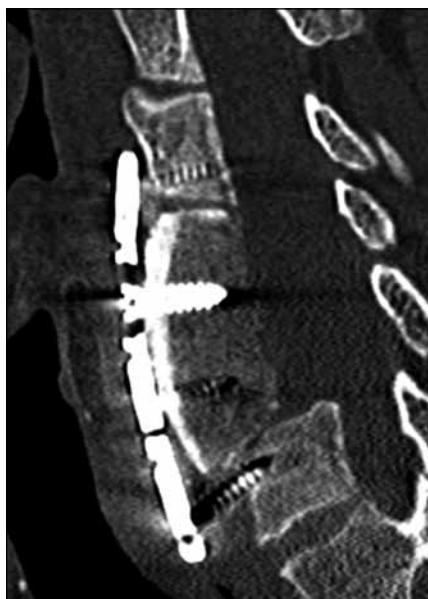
Chybné zavedení expandibilního koše – expandibilní koš není v kontaktu s krycími lištami obratlových těl (CT koronární rekonstrukce).
